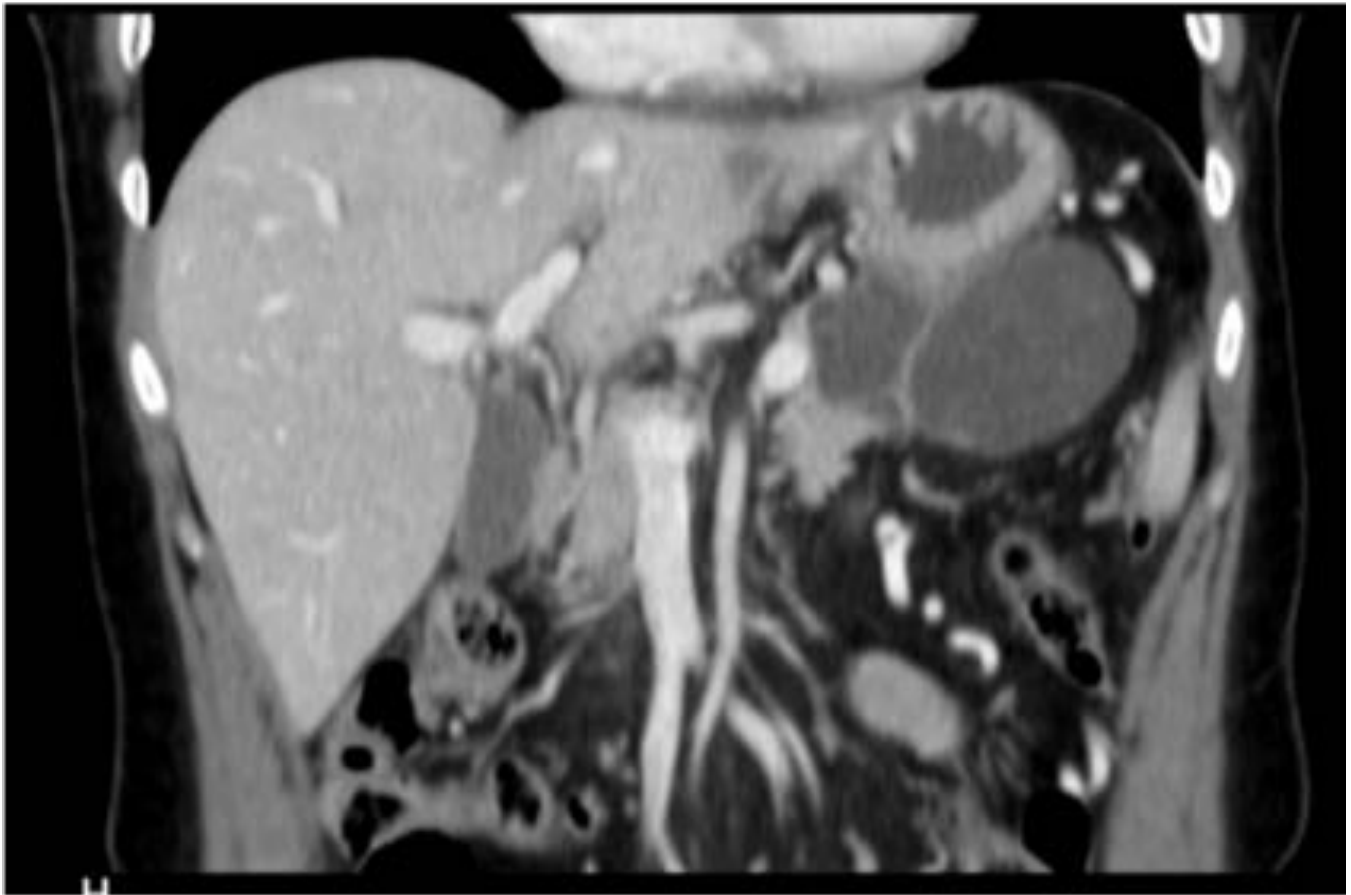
Paciente mujer de 64 años con antecedentes personales de cáncer de mama. TC con contraste intravenoso en fase venosa. Reconstrucción coronal. Como hallazgo incidental, se detecta tumoración en cola pancreática de 7,5 cm bien definida, multitabizada y con calcificaciones groseras en su parte inferior.
